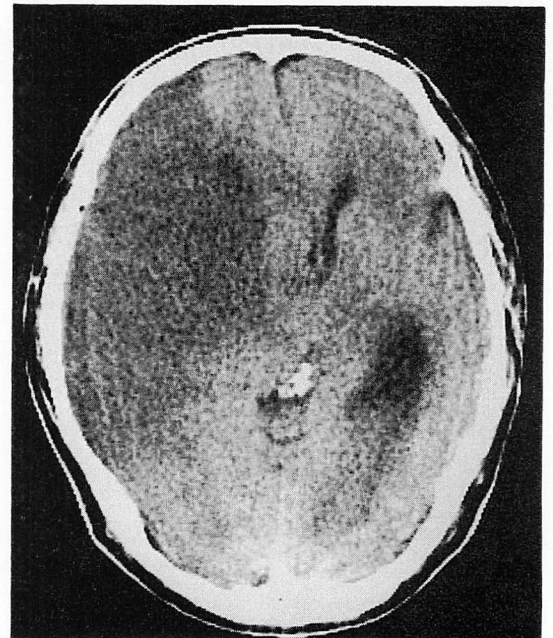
Computed tomogram after open heart surgery showing massive brain edema at the site of the right middle cerebral artery (Case 6, 2nd hospital day).
